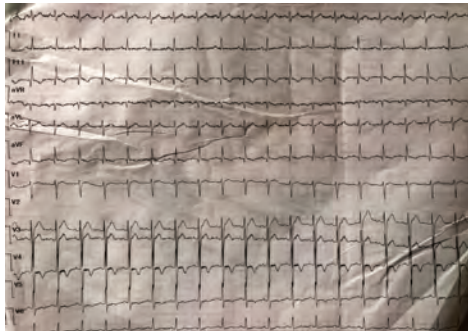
Elektrokardiyografide ST segment elevasyonları.
